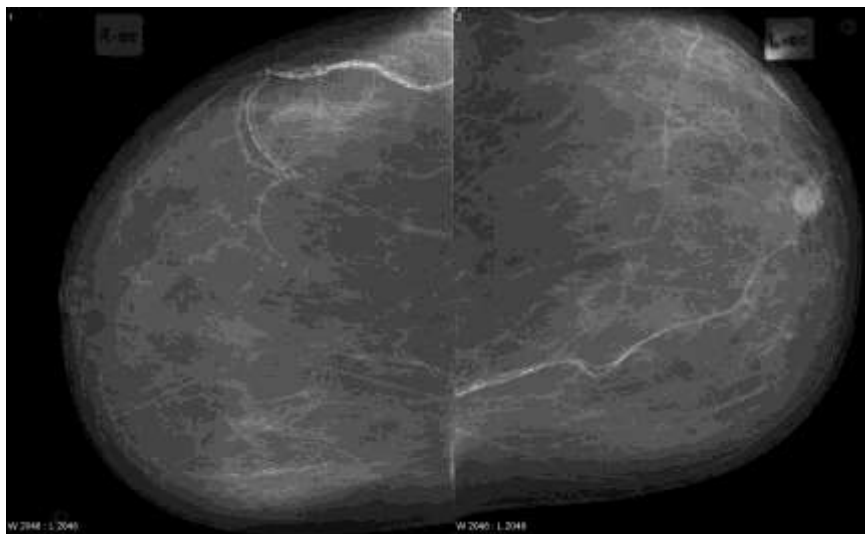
Низкая рентгенологическая плотность молочной железы – ACR 1.
